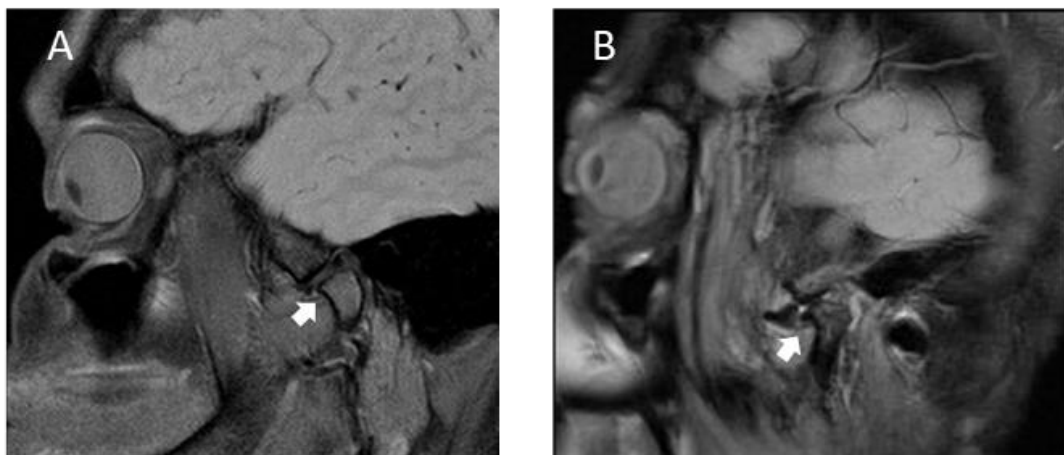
Osteofitos (Cortes sagitales en la RM de la ATM). A. En la imagen se observa osteofito anterior y aplanamiento condilar. B. En la imagen se observa osteofito anterior y disco desplazado.
